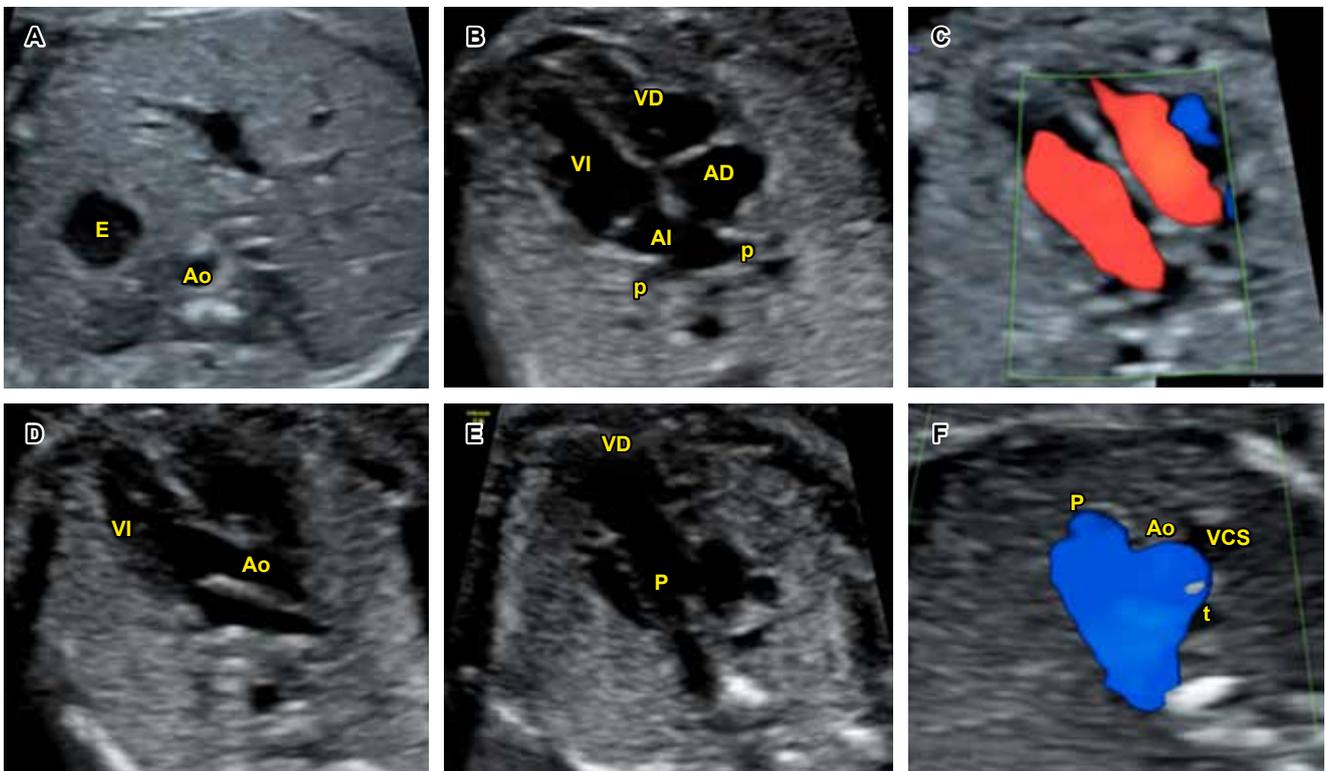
Evaluación cardiaca fetal básica en segundo y tercer trimestre: A) corte de abdomen superior; B) corte de cuatro cámaras; C) corte de cuatro cámaras con Doppler color; D) tracto de salida del ventrículo izquierdo; E) tracto de salida del ventrículo derecho; F) corte de tres vasos y tráquea con Doppler color.
